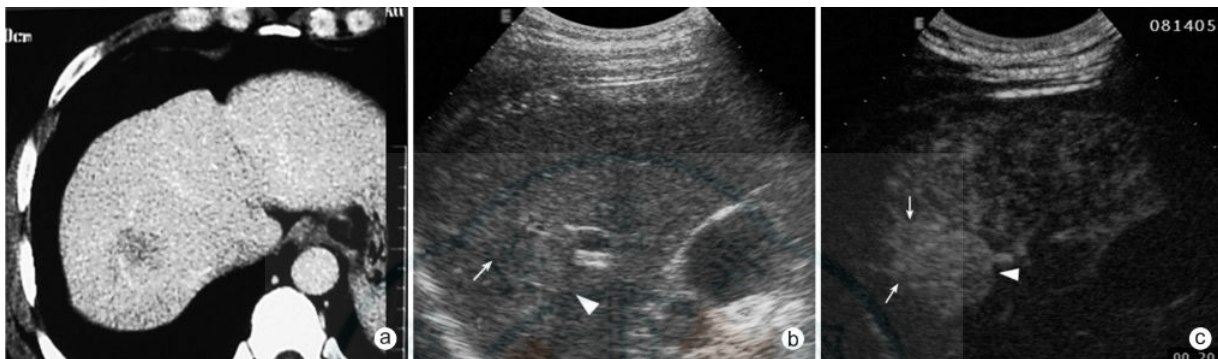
男,45 岁,AFP 400 $\mu\text{g/L}$ a:增强 CT 显示肝右叶肿瘤约 2 cm;b:US 显示右叶肿瘤大小 2.3 cm(\uparrow);c:CEUS 动脉期显示肿瘤不规则增大达 4.0 cm(\uparrow);超声引导下 RFA 超范围消融 3 个灶,灭活肿瘤,患者无瘤生存 5 年
